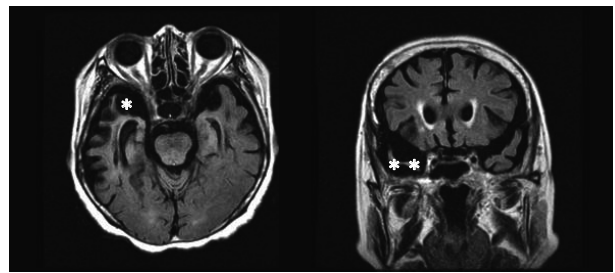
行動異常型前頭側頭葉型認知症 (bvFTD の MRI)
